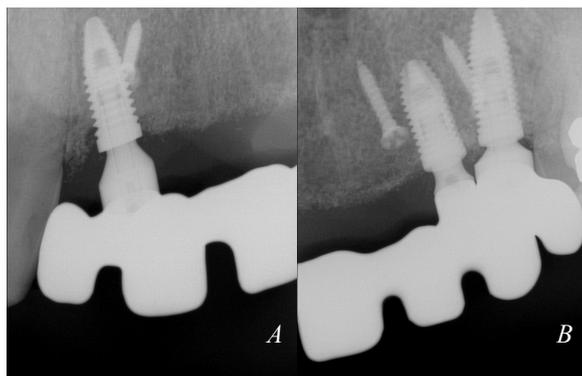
RX periapical do assentamento da estrutura metálica.
